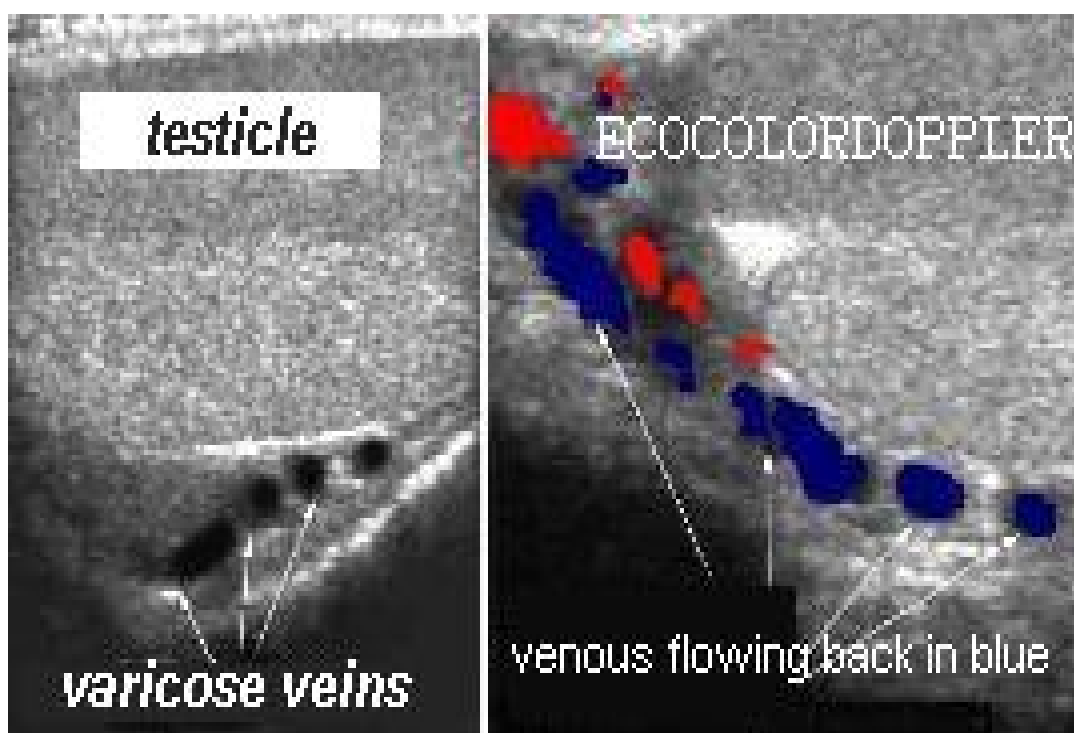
Enregistrement Doppler de la veine spermatique (61)
